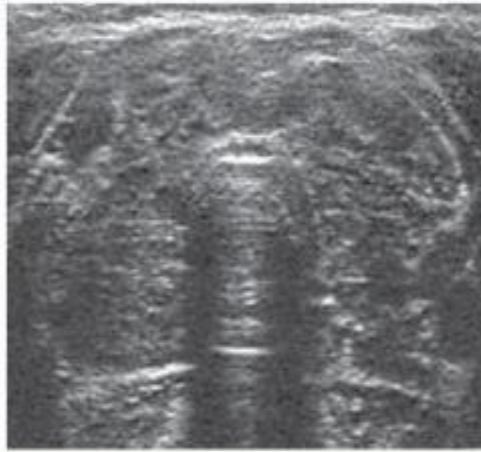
Ecografia Tiroidea
